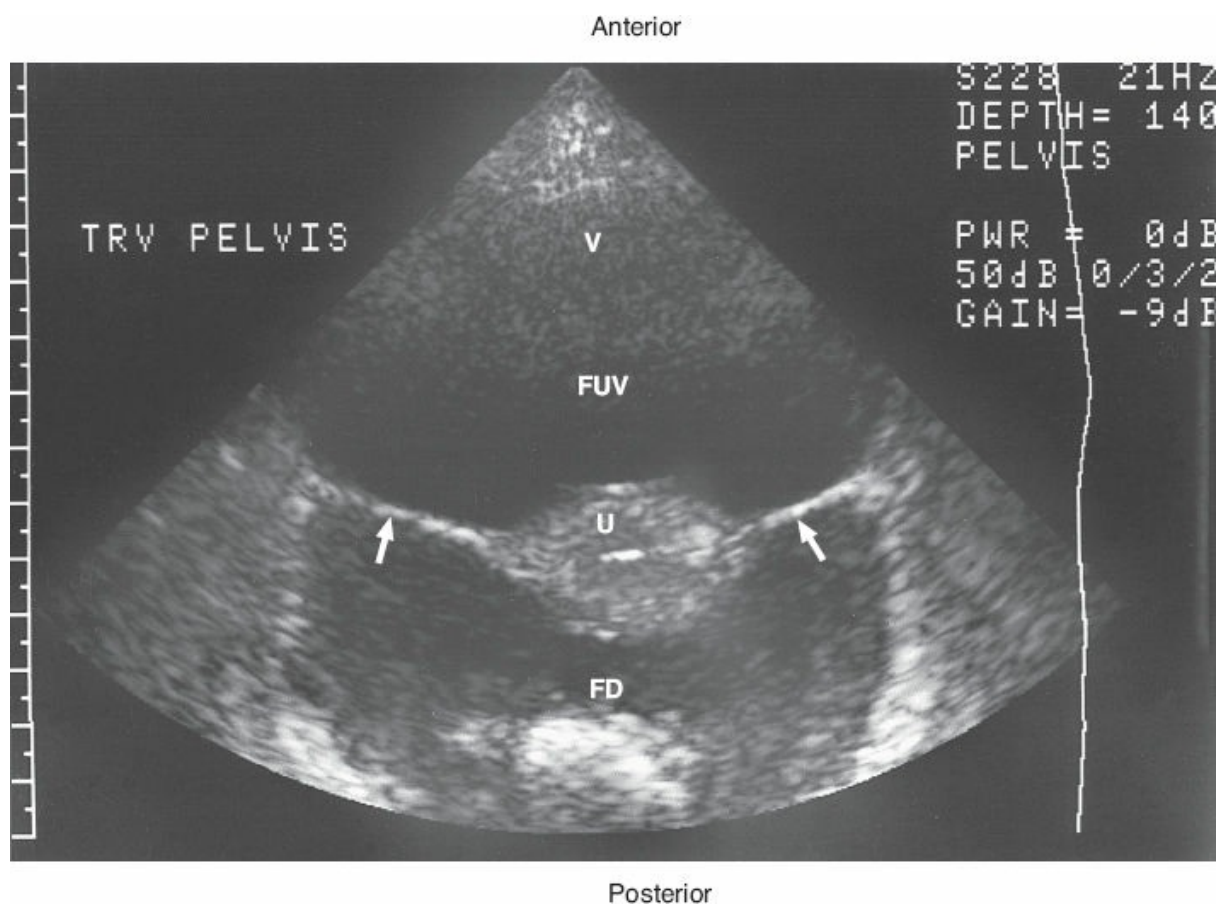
Ecografía transversal de la pelvis en una mujer después de un accidente automovilístico, en el que el hígado fue lacerado y la sangre se filtró a la cavidad peritoneal. Se identifican la vejiga (V), el cuerpo del útero (U) y los ligamentos anchos (*flechas blancas*). Obsérvese la presencia de sangre (*áreas oscuras*) en el fórnix uterovesical (FUV) y el fórnix de Douglas (rectouterino; FD) (cortesía de: L. Scoutt).
